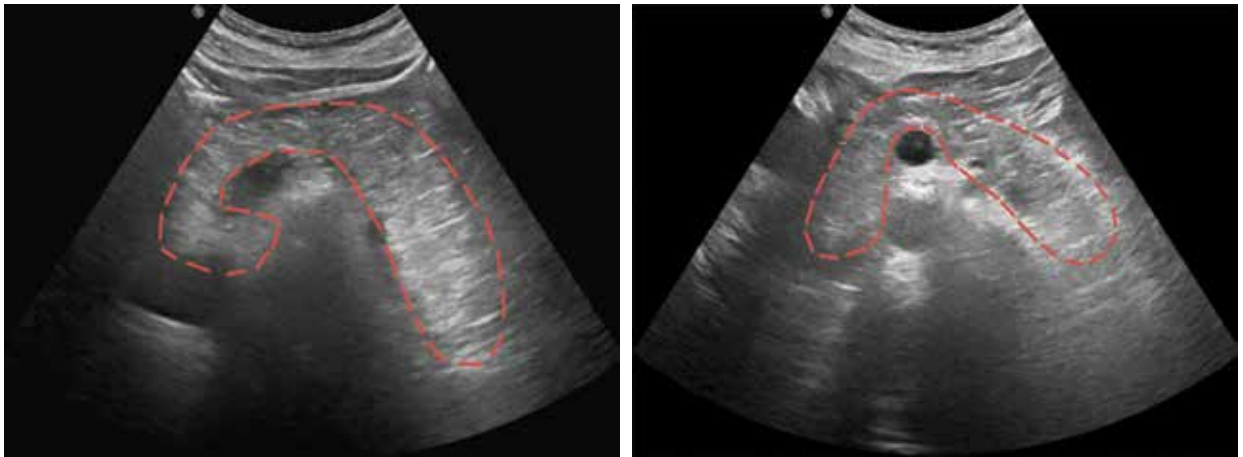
УЗИ органов брюшной полости: поджелудочная железа не дифференцируется, эхогенность аналогичная эхогенности жировой клетчатки (липоматоз), ориентировочные контуры железы обведены красной пунктирной линией
